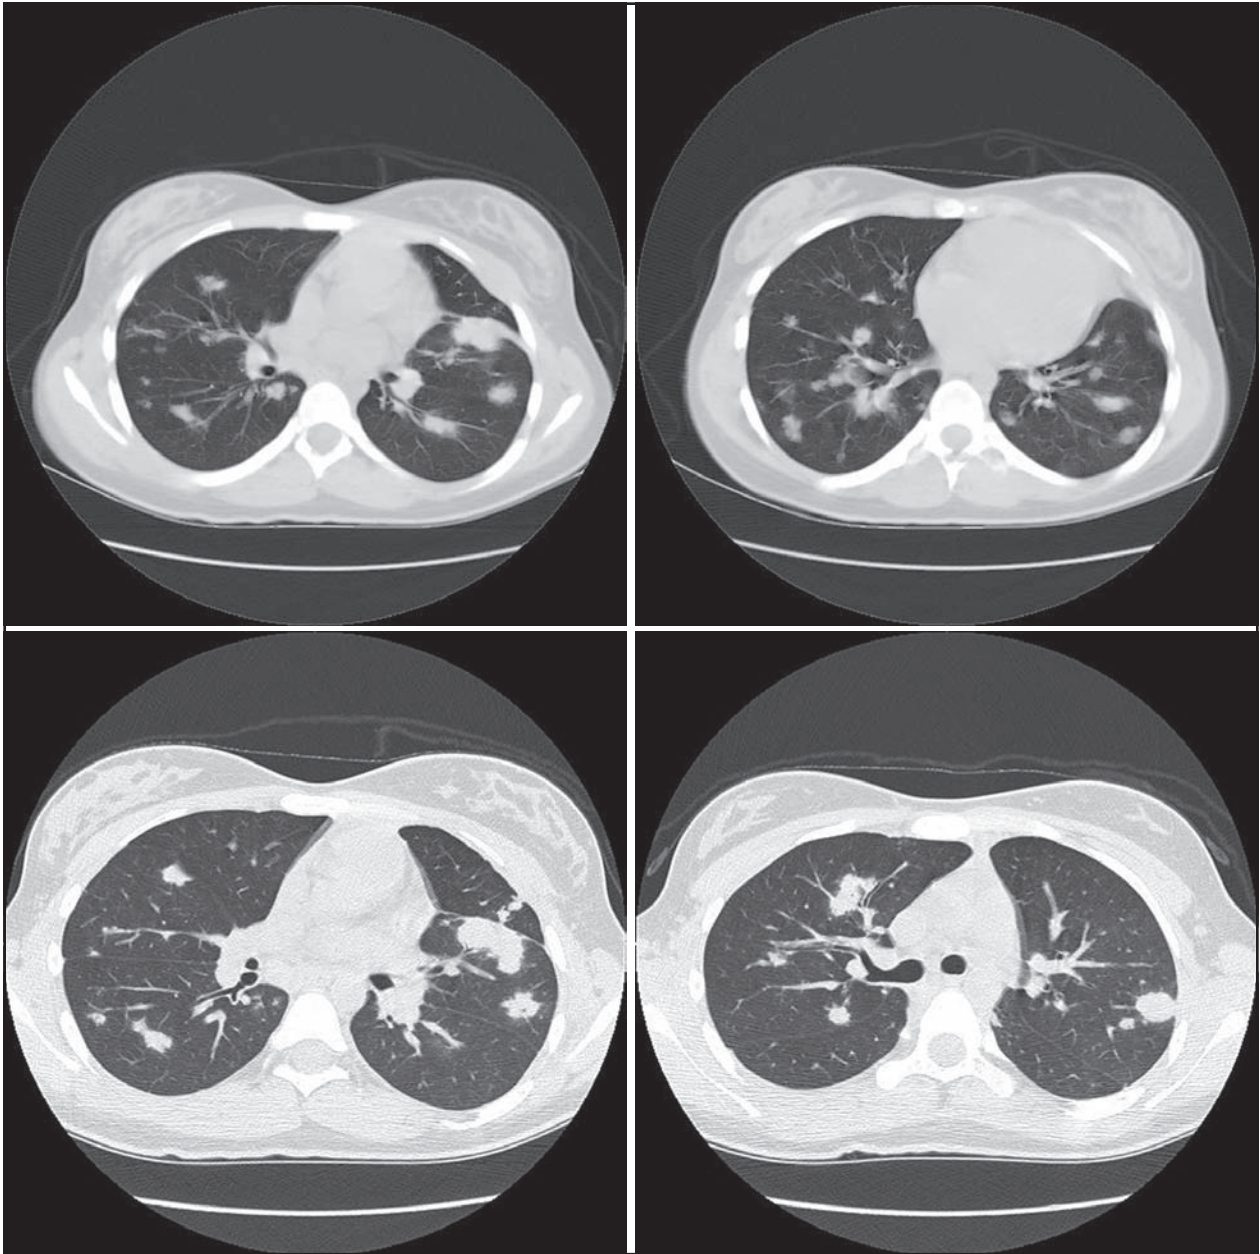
Tomografia de tórax com janela pulmonar, no plano axial, exibe múltiplas formações nodulares difusas, algumas com aerobroncogramas de permeio, caracterizando o acometimento pulmonar do linfoma de Hodgkin.
